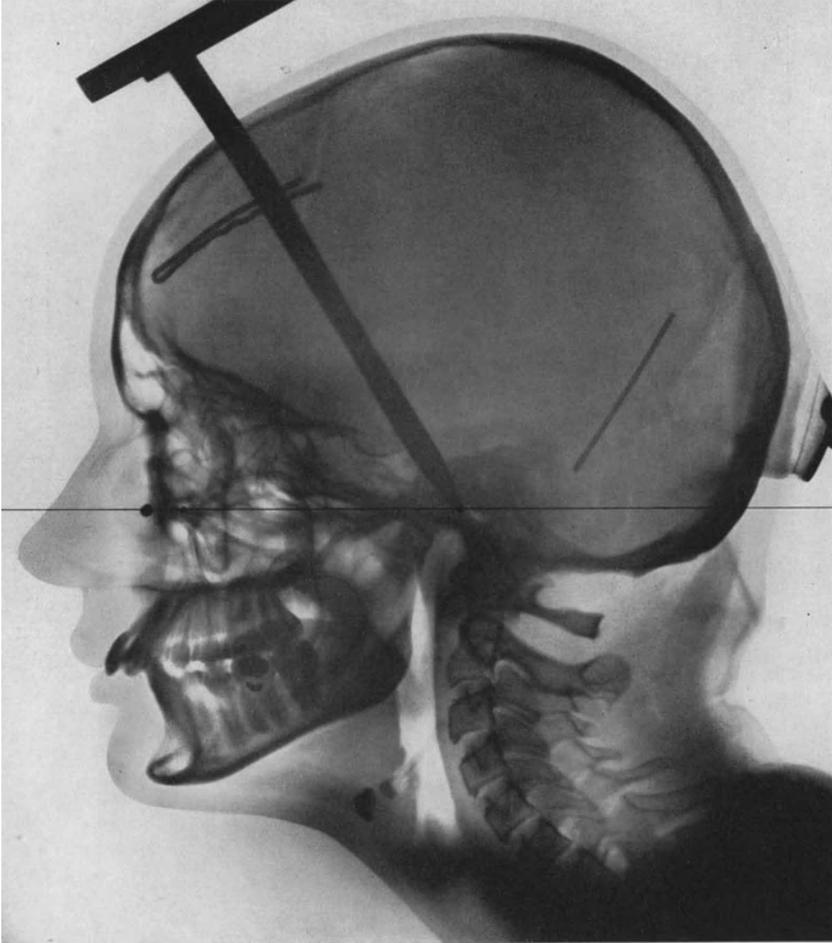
Fernröntgenaufnahme der gleichen Patientin von Abb. 882—885.
